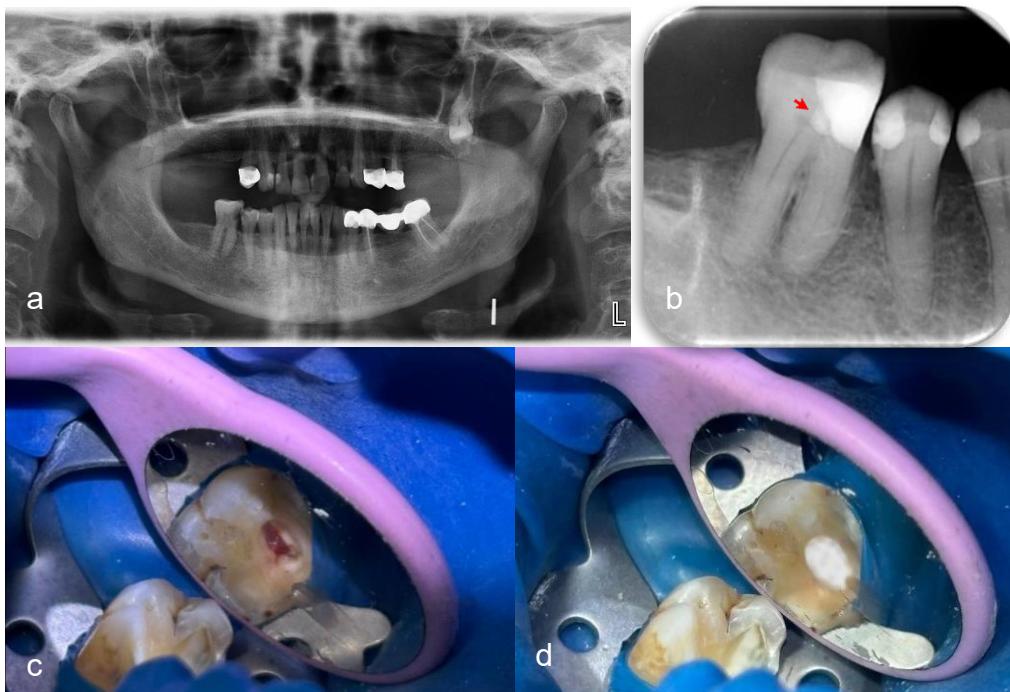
(a) preoperative panoramic radiograph, (b) postoperative periapical radiograph, red arrow indicates MTA, (c) pulpal bleeding control and (d) after MTA placement
